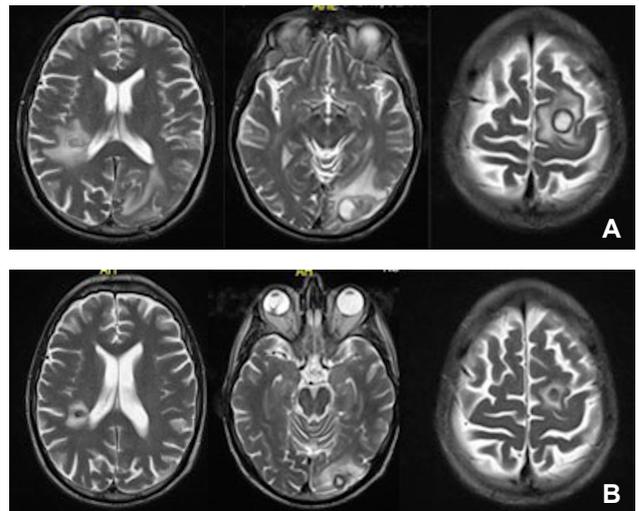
A-B. Evolution de l'IRM cérébrale démontrant trois abcès cérébraux et leur réponse au traitement.
